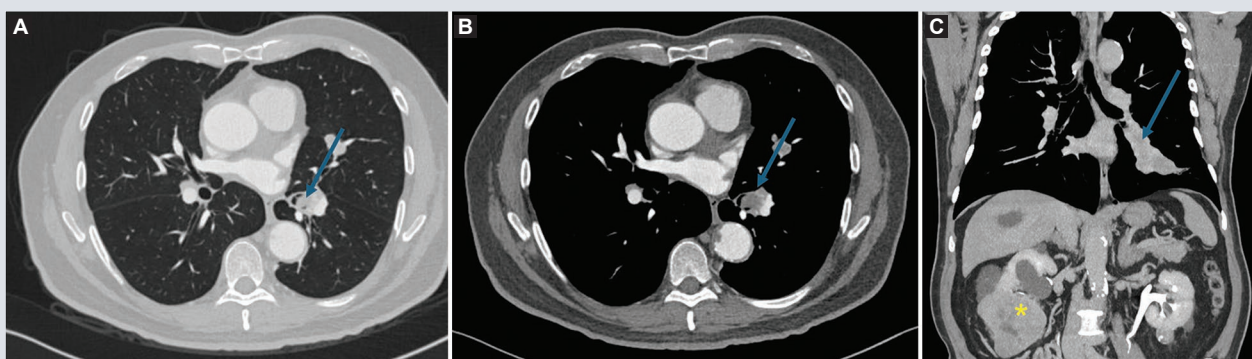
Invasión endobronquial (señalada con las flechas). A y B: TC axial en ventana para parénquima y mediastino contrastada con obliteración del bronquio lobar inferior izquierdo por una masa de contornos lobulados que muestra realce heterogéneo. C: reconstrucción coronal donde se observa carcinoma de células renales derecho (asterisco) y existe compromiso linfático mediastinal en los niveles 10 R/L y 8R. TC: tomografía computarizada.
